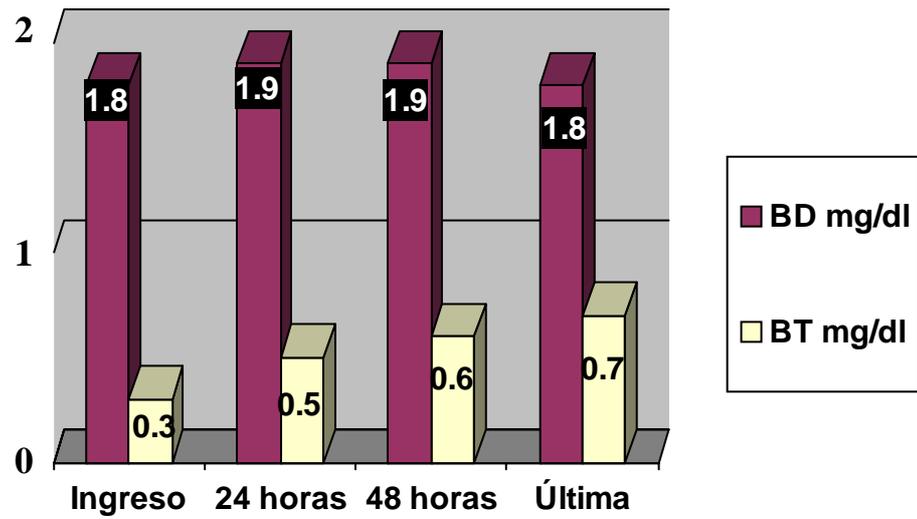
Evolución de la bilirrubina directa (BD) y bilirrubina total (BT) en los 232 pacientes. No existieron cambios significativos.
